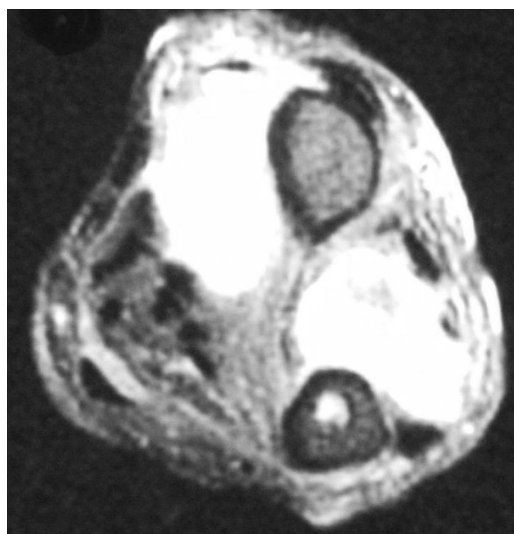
Short inversion time inversion recovery (STIR) image of left forearm MRI shows collection of fluid in both palmar and dorsal sides of the left forearm.
